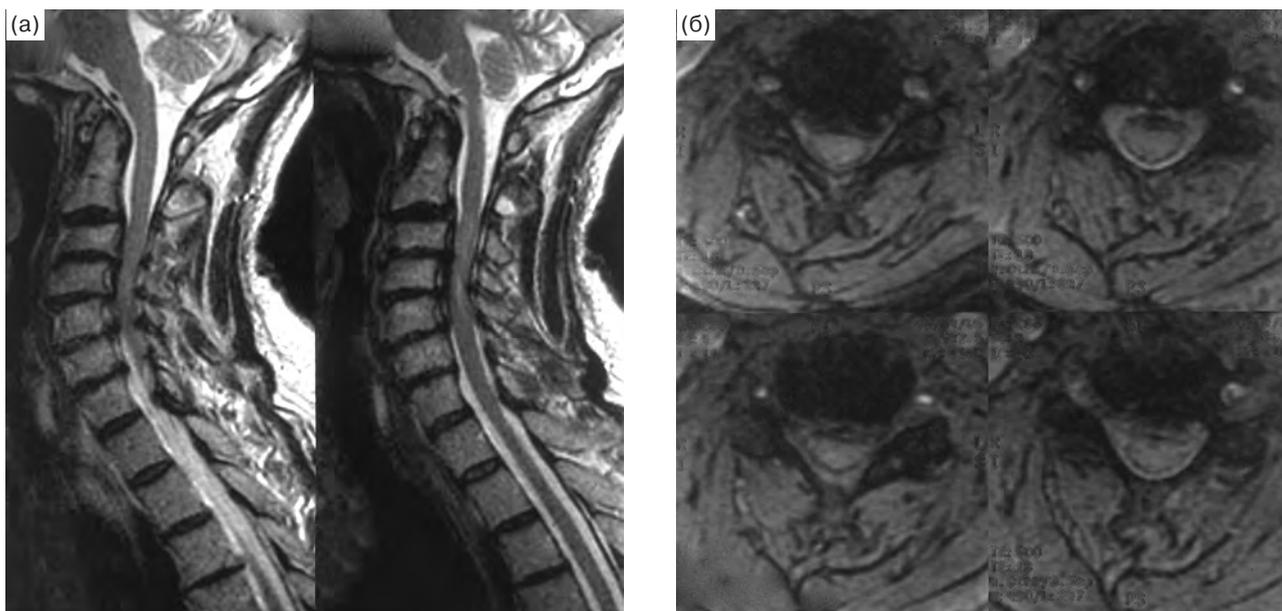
Пациентка В. с клинической картиной спондилогенной шейной миелопатии. Дооперационная МРТ – сагиттальная (а) и аксиальная (б) проекции. Диагноз: стеноз позвоночного канала на уровне $C_{III}-C_{IV}$. По данным дооперационных исследований, имеется двусторонняя компрессия спинного мозга остеофитами без признаков кифозирования позвоночника.
